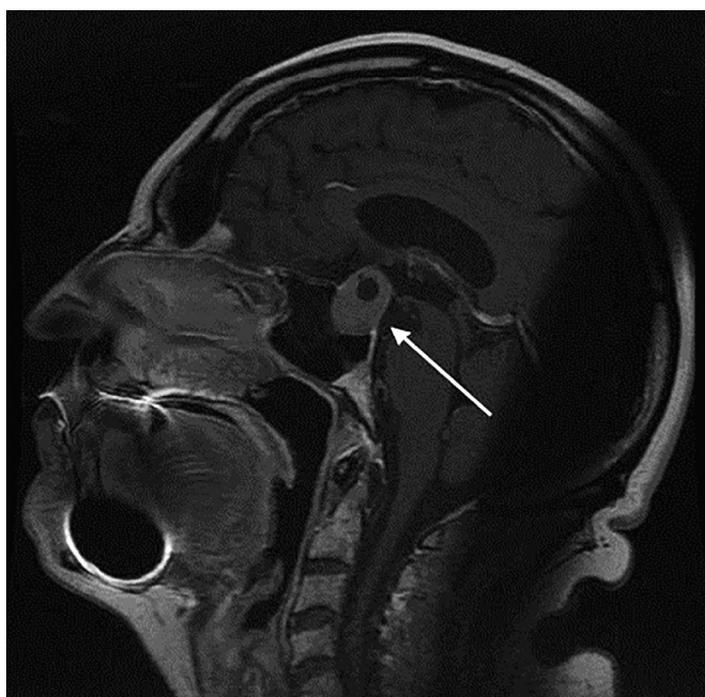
МР-томография головного мозга пациента, T1-изображение, сагиттальная проекция (стрелкой отмечена макроаденома гипофиза).
